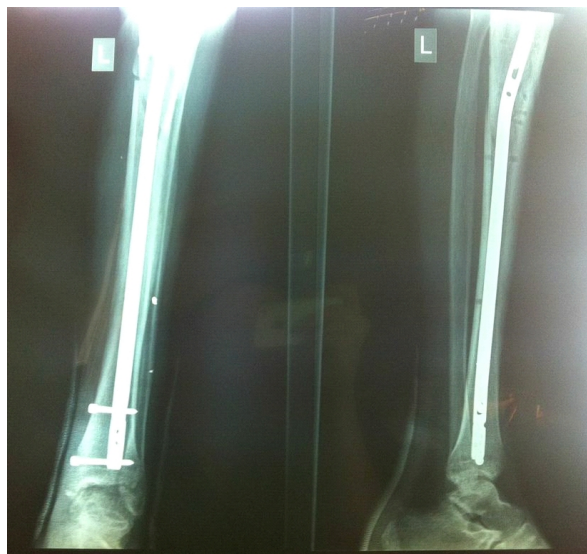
Рентгенограми пацієнта Г., 1991 р.н. після етапного хірургічного лікування
